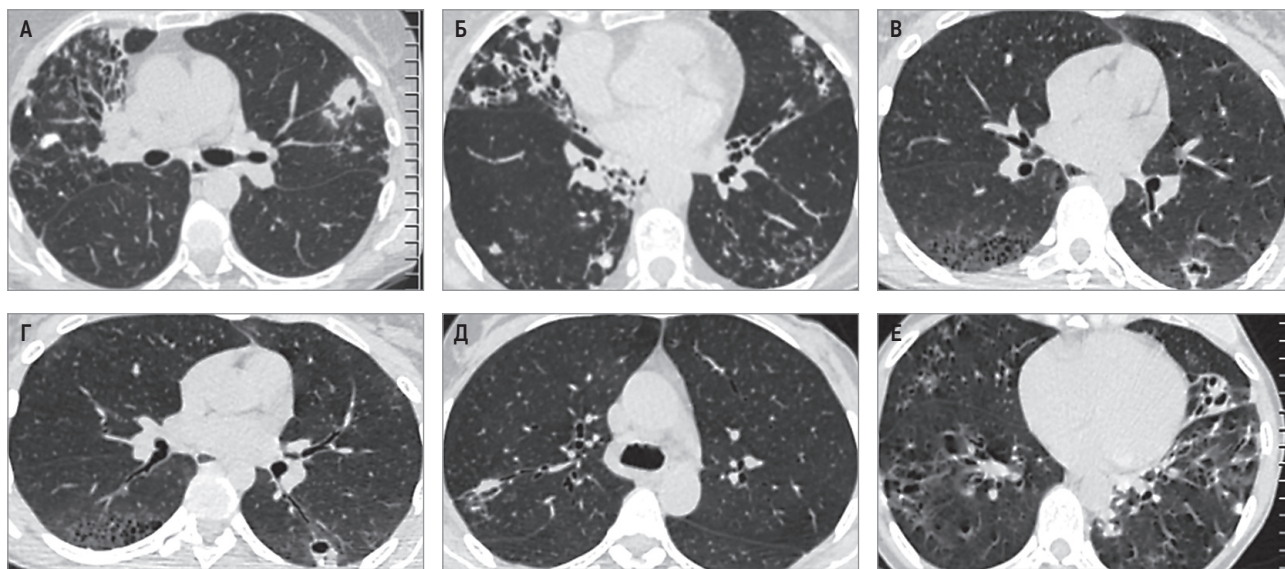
Рентгенологические проявления микобактериозов легких, вызванных *MAC*: А, Б – на фоне деформированного легочного рисунка за счет уплотнения перибронховаскулярного интерстиция определяются полиморфные очаги в S_6 левого легкого с распадом; В, Г – полость с дренирующим бронхом в S_6 левого легкого с утолщенными стенками на фоне локального пневмофиброза; Д, Е – 2-сторонние бронхоэктазы, часть из которых заполнена воспалительным содержимым; Ж, З – в S_1 правого легкого определяется полость с неравномерно утолщенными стенками, нижняя доля цирротически изменена, выявляются мешотчатые и цилиндрические бронхоэктазы с утолщенными стенками; И – на фоне уплотненного внутридолькового интерстиция в S_2 и средней доле правого легкого единичные, субплеврально расположенные очаги; К – в нижней доле правого легкого интерстициальные изменения – интралобулярные узелки, мелкие мешотчатые бронхоэктазы; Л, М, Н – в S_2 правого легкого участок консолидации легочной ткани с расширенными деформированными просветами бронхов; в S_5 справа и язычковых сегментах левого легкого определяются мешотчатые бронхоэктазы; слева в S_6 – зона локального пневмофиброза; О – в S_{2-3} правого легкого субплеврально расположены мелкие центрилобулярные очаги; П, Р – на фоне пневмофиброза в S_3 и средней доле правого легкого частично заполненные бронхоэктазы; С, Т – в S_{1-2} левого легкого крупный очаг с просветом мелкого бронха в медиальной части, в нижних отделах – зона локального линейного пневмофиброза; ателектаз средней доли справа с сужением и деформацией бронхов; У, Ф – в средней доле правого легкого на фоне утолщенного интерстиция определяются бронхоэктазы и центрилобулярные очаги
